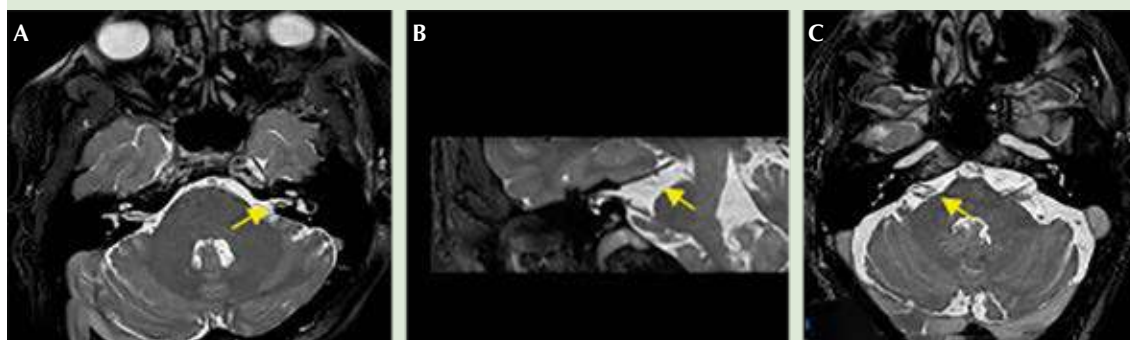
Imágenes de resonancia magnética, en secuencia BFTE (Balance Philips®) en proyección axial (A y C) y magnificación (B), en donde se observa contacto neurovascular (asa vascular) que afecta el trayecto cisternal del complejo nervio véstibulo coclear (VII-VIII) izquierdo (A) y derecho (B y C) [flechas].
